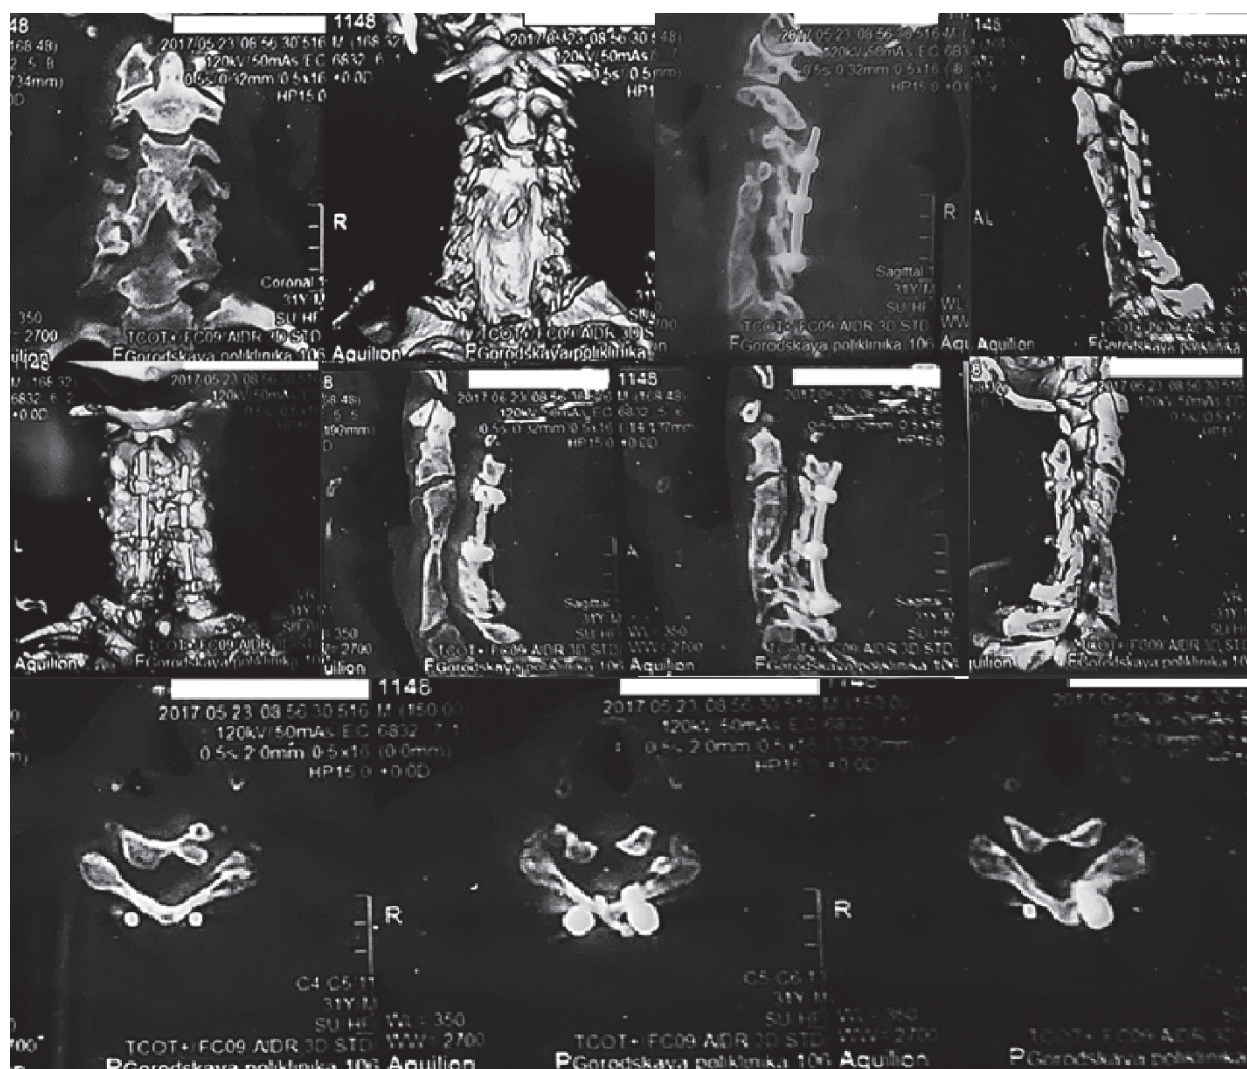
КТ шейного отдела и 3D-реконструкция от 23.05.2017. Частичный остеолит тел С4-С6-позвонков. Костный блок на уровне С3-С7. Костных деструктивных изменений не выявлено. Тела позвонков С3-С7 представлены единым костным конгломератом, межпозвонковые диски на данном уровне не визуализируются. Выявлены признаки двустороннего артроза дуготростчатых суставов С3-С7 (слева на уровне С4-С7 с признаками анкилоза). Сагиттальный размер позвоночного канала на уровне С6-позвонка составлял 1,1-1,3 см
